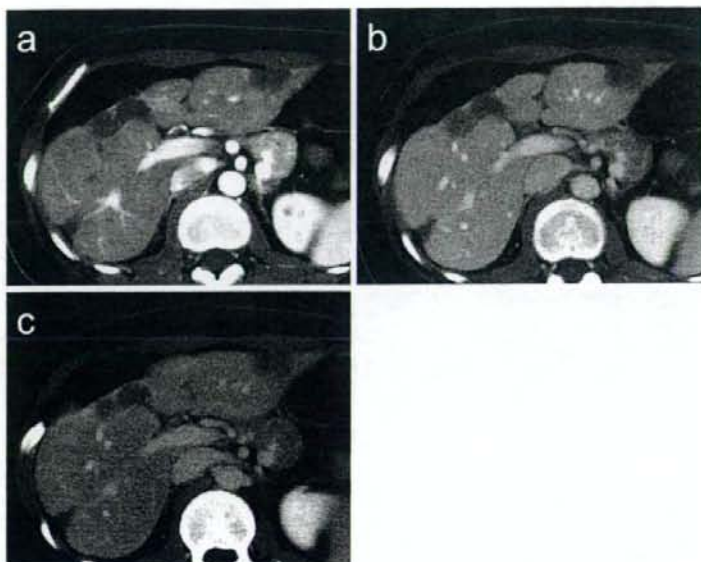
Dynamic CT: 肝両葉の被膜下に不整形腫瘍性病変が多発し、腫瘍部の肝表面は陥凹していた。動脈相 (a)、門脈相 (b) では造影効果をとまわず、平衡相 (c) では腫瘍の辺縁のみが遅延性濃染を示した。
